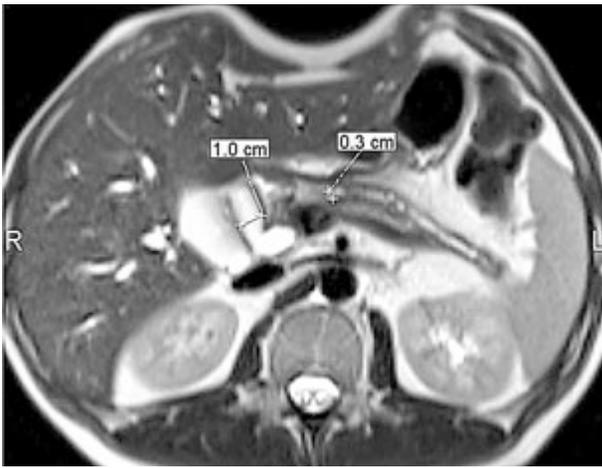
МРТ больного К. (19.01.2017). МР-последовательность T2-ВИ, аксиальная плоскость сканирования, FatSat (жироподавление). Расширение гепатикохоледоха и вирсунгова протока
